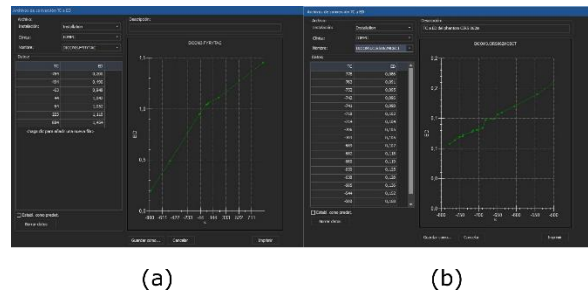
Curva de densidad electrónica vs. unidades *Hounsfield* referente a la (a) CT del *phantom CIRS*, (b) CBCT del *phantom CIRS*
